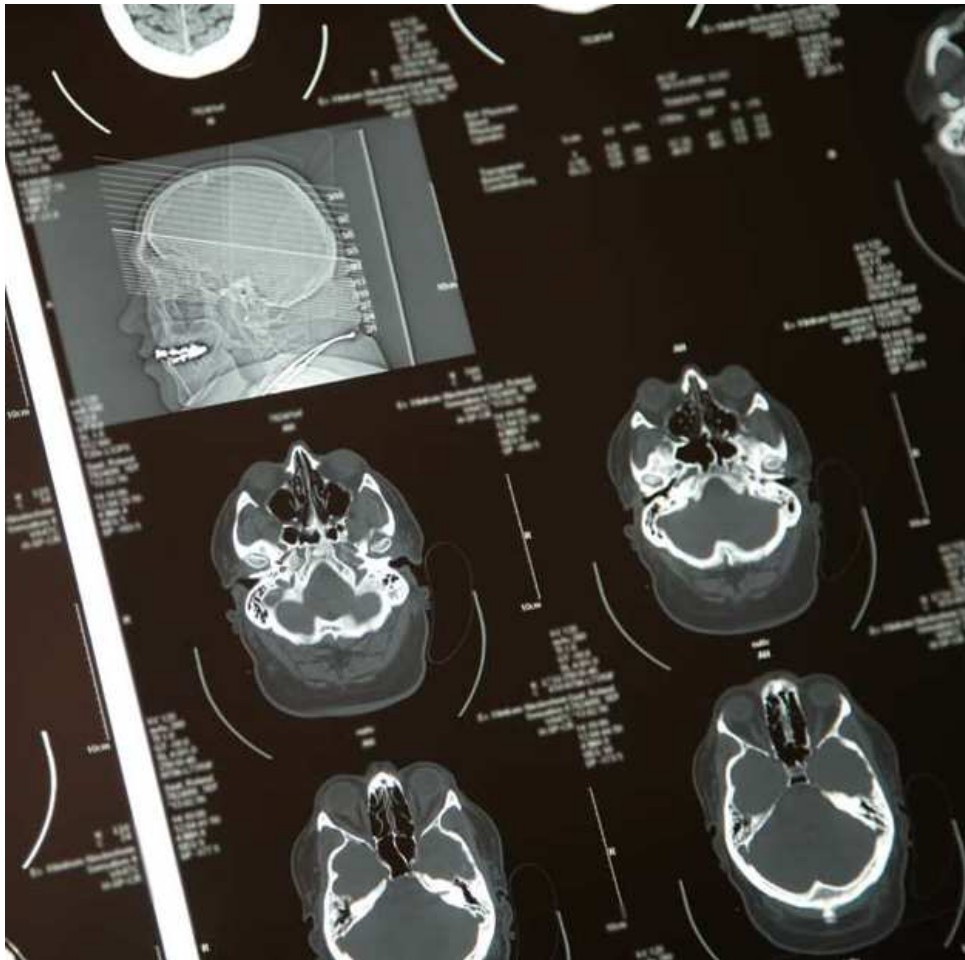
1.28: „Technik – CT-Aufnahme“
